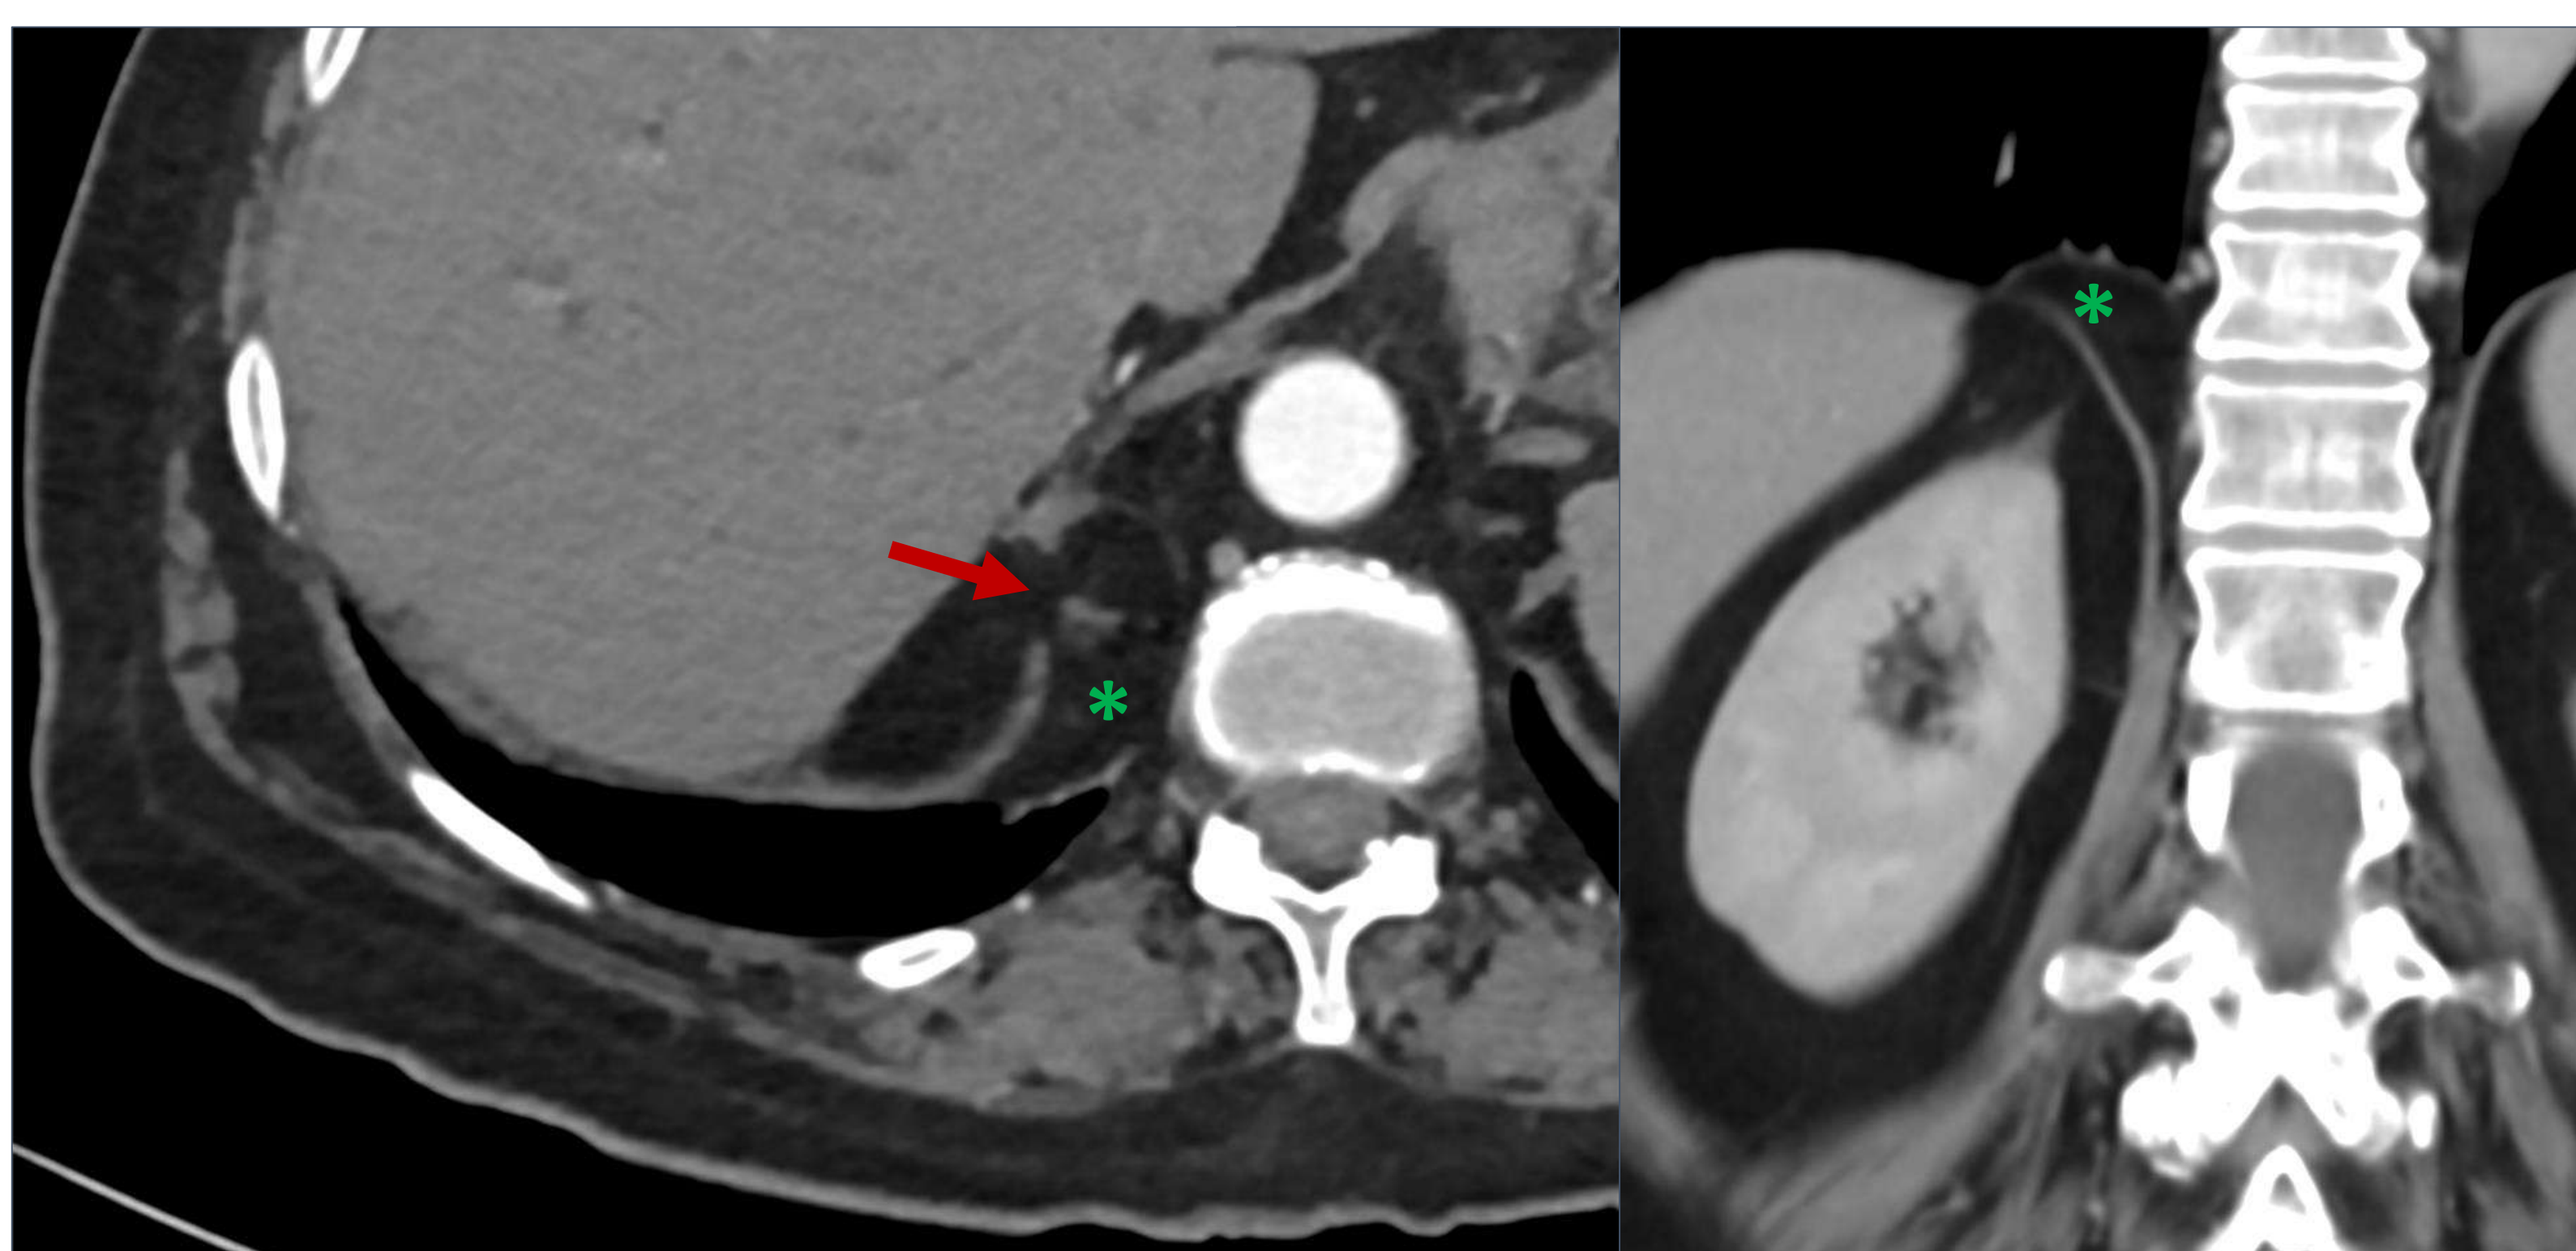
Hombre de 72 años, imágenes de TC de contraste (MPR) axial y coronal:
